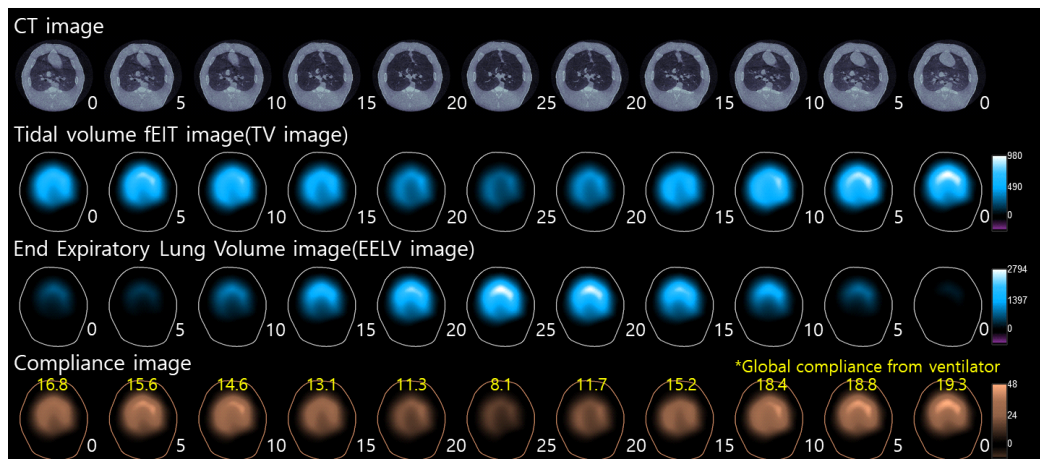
호기말양압 변화에 따른 일회환기량, 호기말폐용적, 폐탄성 영상들과 CT 영상의 비교 [9]
